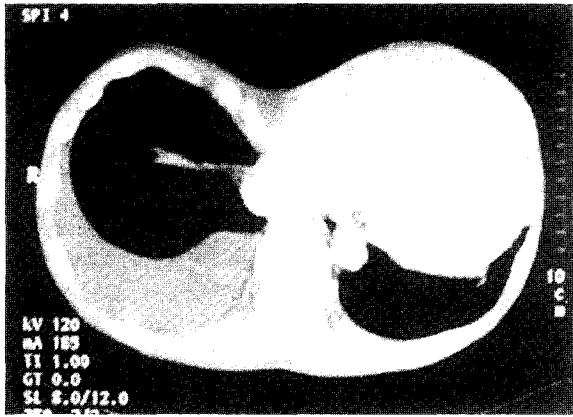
Preoperative chest computed tomogram section. Severe pectus excavatum deformity with sternal displacement and angulation.
